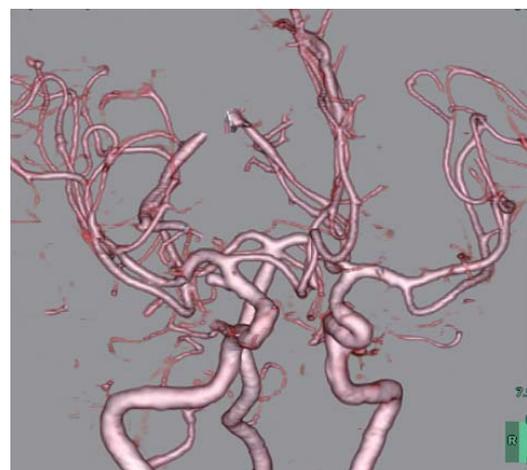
脳血管 CTA により同定された脳動脈瘤
